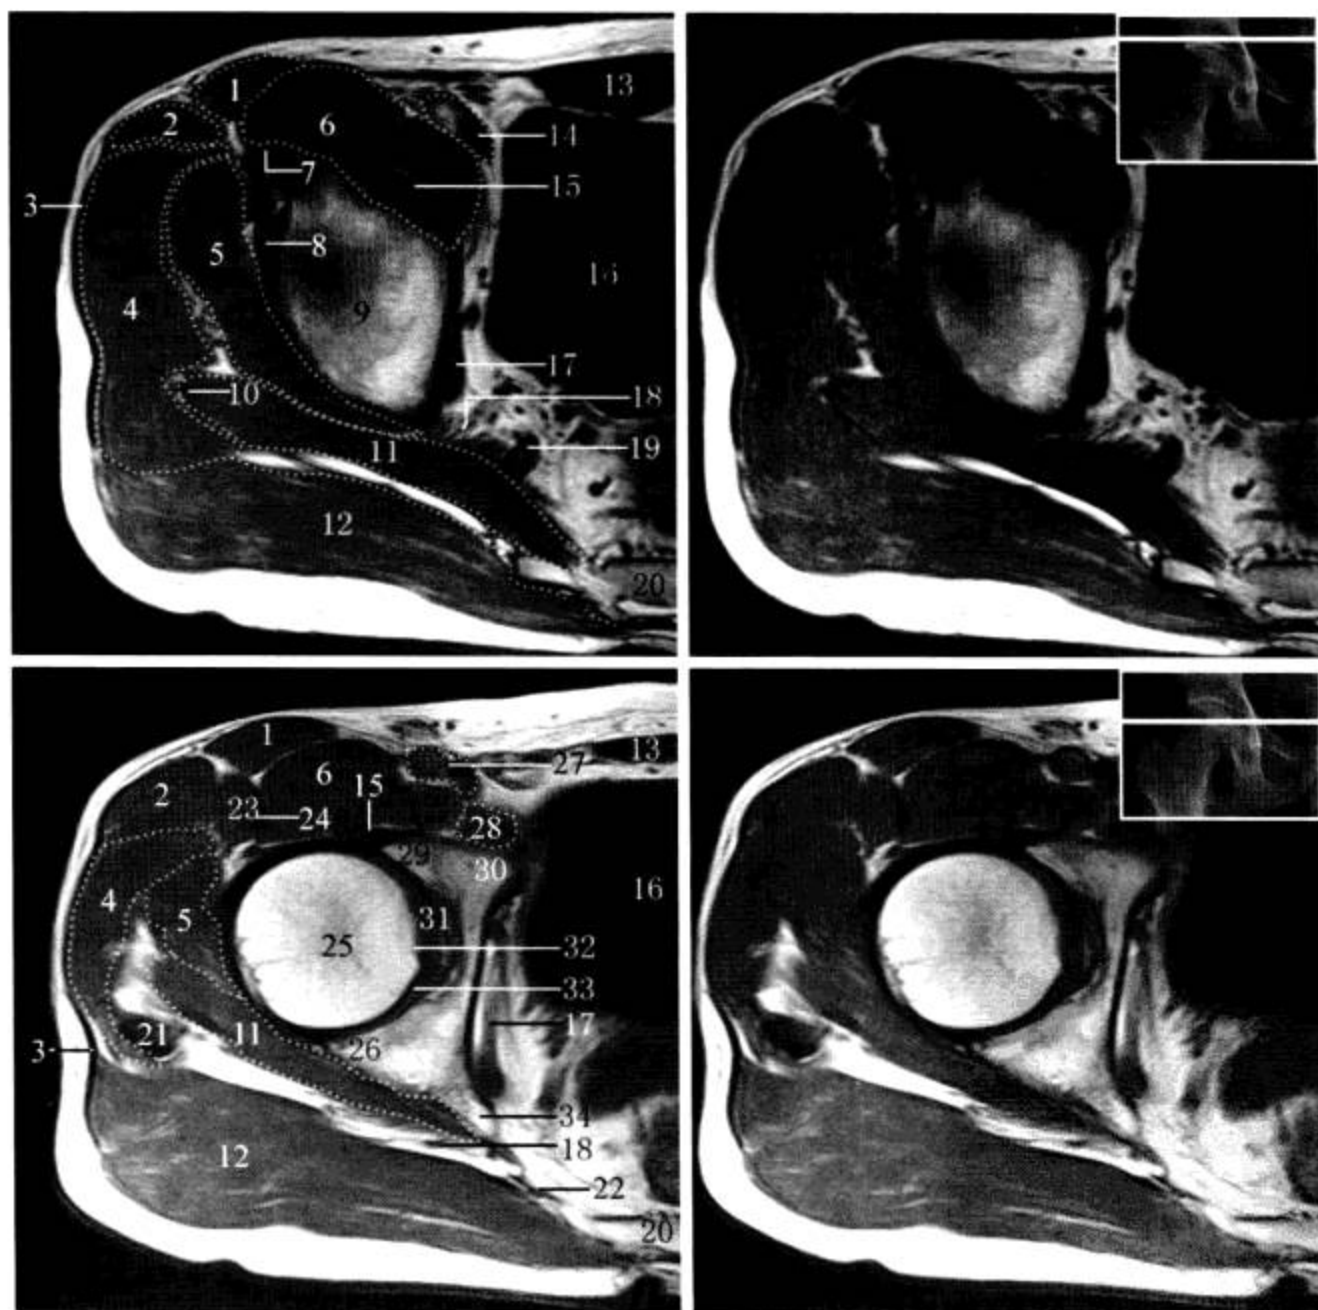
髋关节 MRI 横断面 (T<sub>1</sub>WI)
